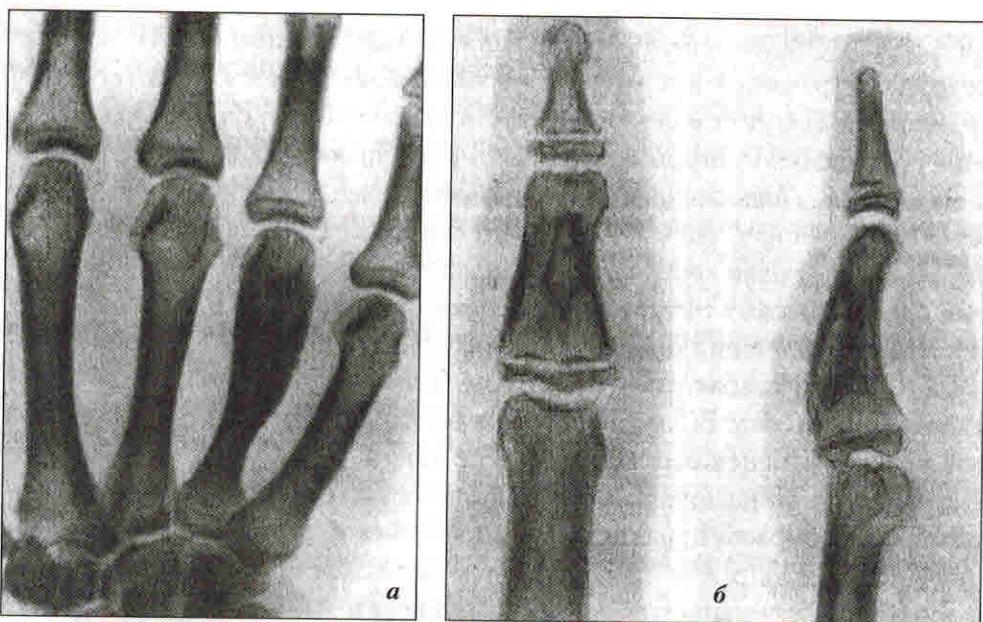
Варианты локализаций остеоид-остеомы (рентгенограммы):
